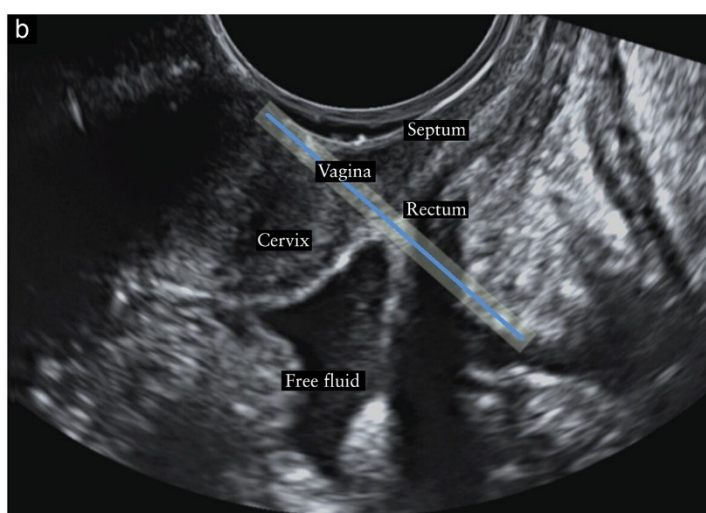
Nel riquadro (a) a sinistra si può notare la localizzazione del setto retto-vaginale secondo il protocollo IDEA. Esso corrisponde alla freccia verde, situata sotto la linea tratteggiata blu che passa per il margine inferiore del labbro posteriore della cervice. A destra (b) si vede la limitazione a livello ecografico del setto retto-vaginale, ovvero dove la linea blu passa lungo il margine inferiore del labbro posteriore della cervice. (17)
